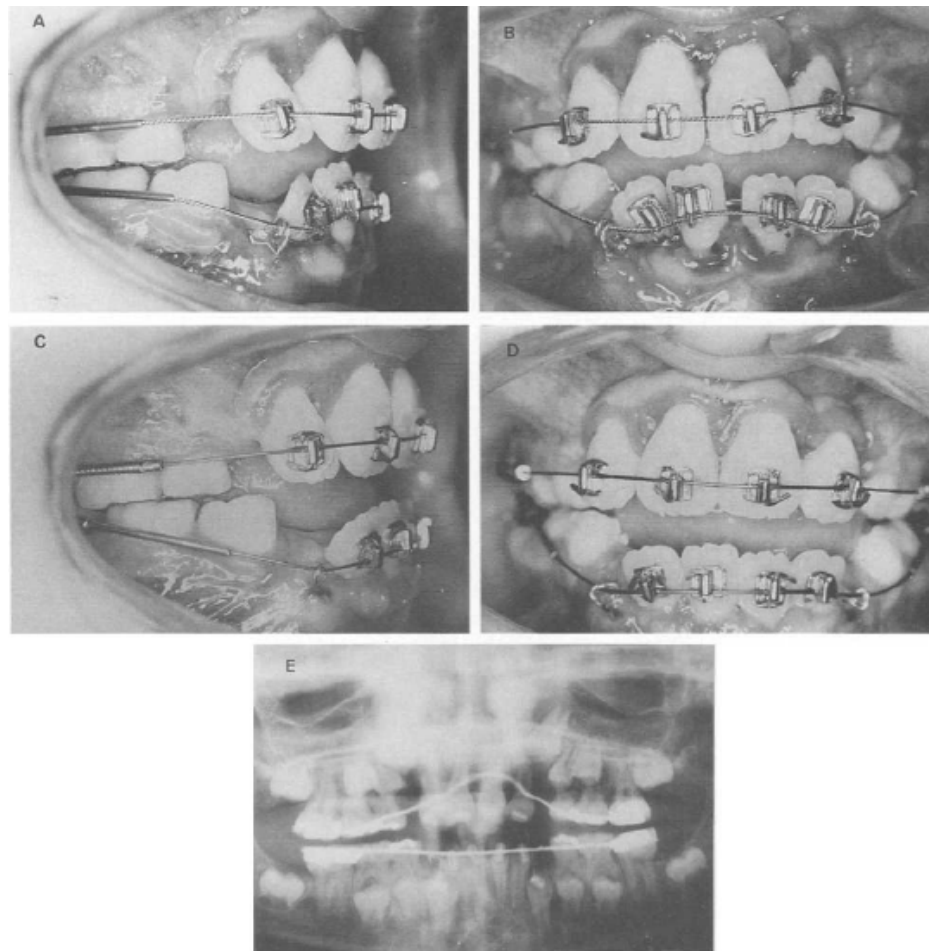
Alineación, nivelación, y desarrollo anteroposterior. A Y B. Cuatro meses después de la cirugía. Brackets convencionales colocados y los arcos gemelos compuestos Johnson modificados con alambre flexible en su lugar. C y D 5 meses después de la cirugía alineamiento anterior maxilar completado y un alambre de alto calibre 0.018 pulgadas es colocado en su lugar. Resortes de compresión colocados en la sección bucal para llevar a los incisivos a una posición labial. Los caninos mandibulares son activados eruptivamente. “Caja” elástica es aún usada intermitentemente posicionándola alrededor de los brackets de los cuatro incisivos. E Radiografía tomada al completarse la etapa de alineación (fase 3). Exposición quirúrgica para la siguiente fase no es apropiada debido al desarrollo insuficiente de los premolares.⁵¹
